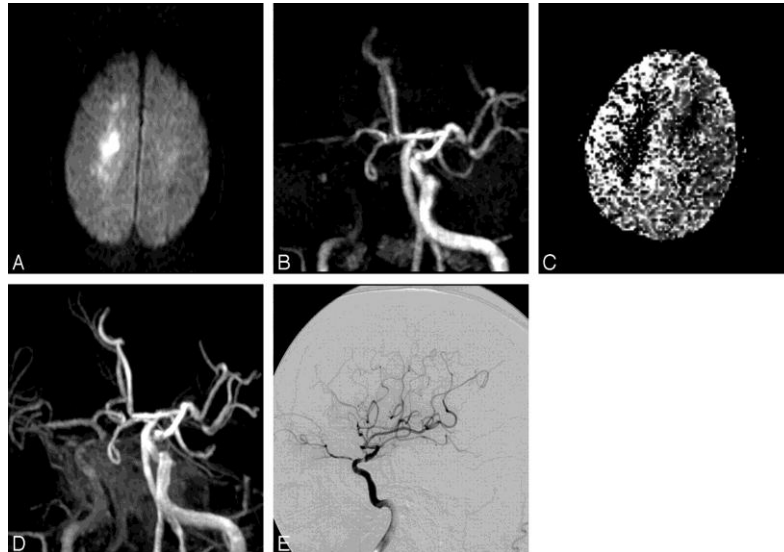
Hombre de 51 años de edad con debilidad progresiva del lado izquierdo, disartria y alteración de la conciencia. A) Axial DWI confirma infarto en el centro semioval. B), En 3D TOF angiografía por resonancia magnética (anteroposterior), se sospecha oclusión del segmento C4 de la ACI derecha. (Ishimaru H.2007).
